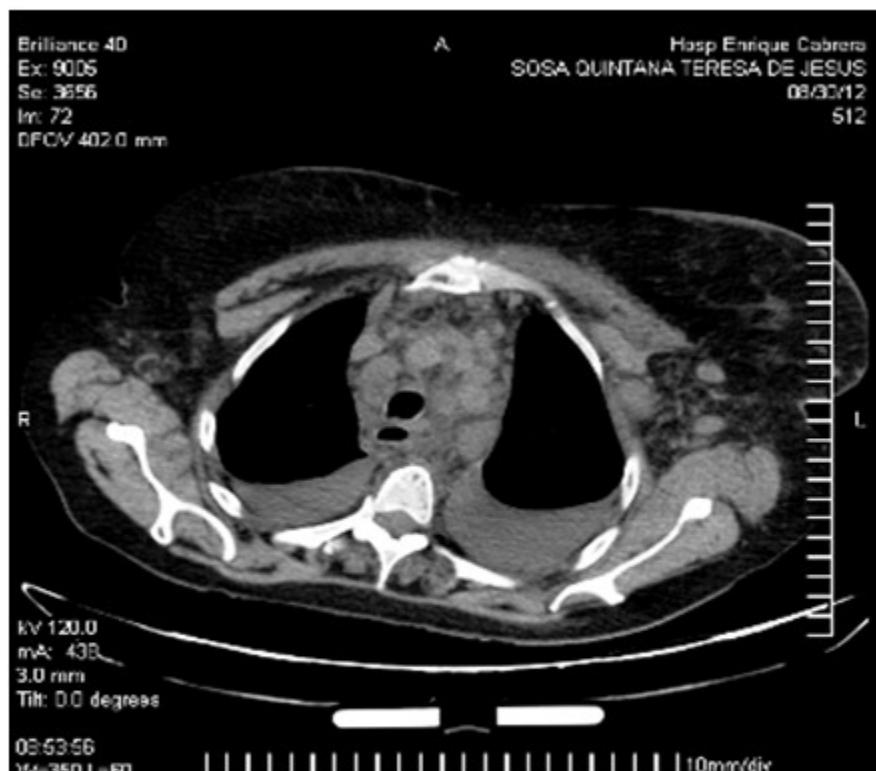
La tomografía muestra adenopatías en mediastino y región axilar izquierda. Pequeño derrame pleural bilateral.
